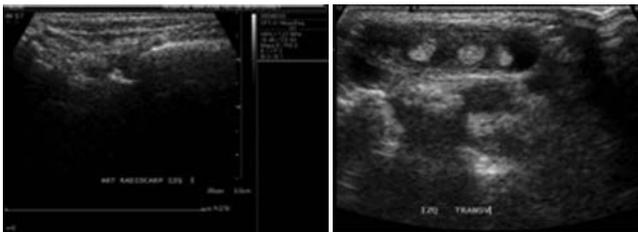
Ultrasonido del dorso de la mano izquierda que muestra aumento de volumen de la vaina tendinosa del compartimiento extensor, debida a líquido en su interior, los tendones con ecogenicidad intrínseca alterada.
